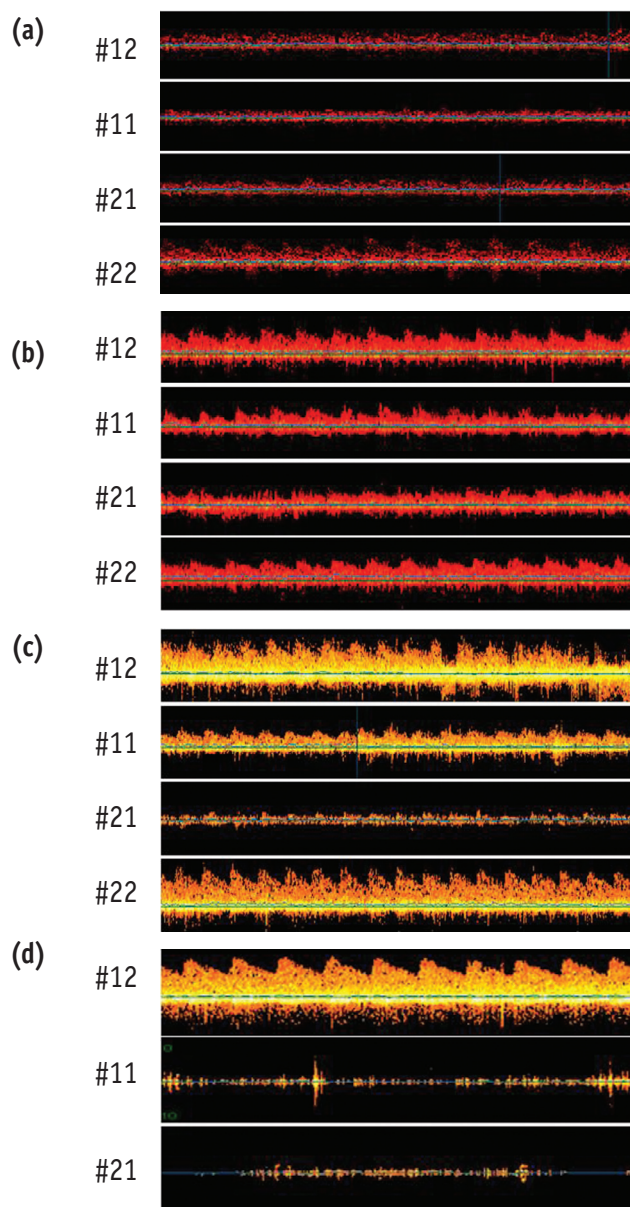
(a) Ultrasound Doppler images of upper anterior teeth at 6 weeks after traumatic injury. Pulsating signs in both upper central incisors were not clear like upper left lateral incisor, but observed faintly; (b) Ultrasound Doppler image of upper anterior teeth at 6 months after traumatic injury. Distinct pulsating sign were observed in all 4 anterior teeth; (c) Ultrasound Doppler images of upper anterior teeth at 7 months after traumatic injury. Pulsating sign on upper left central incisor had been disappeared; (d) Ultrasound Doppler images of upper anterior teeth at 11 months after traumatic injury. Pulsating sign on upper right central incisor was disappeared. Left central incisor had been root canal treated (negative control) and had no pulsating sign either.
